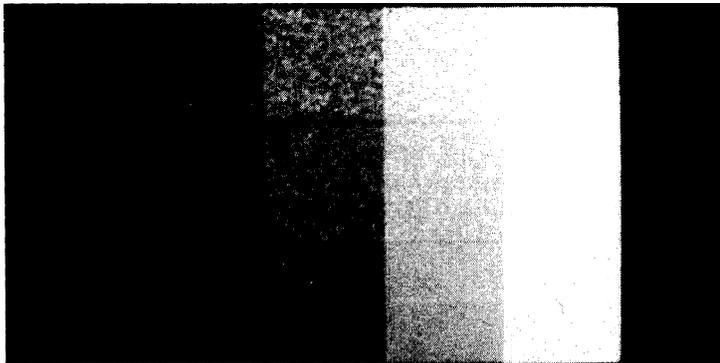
Radiographie du motif des micro-calcifications du fantôme de Leeds:
